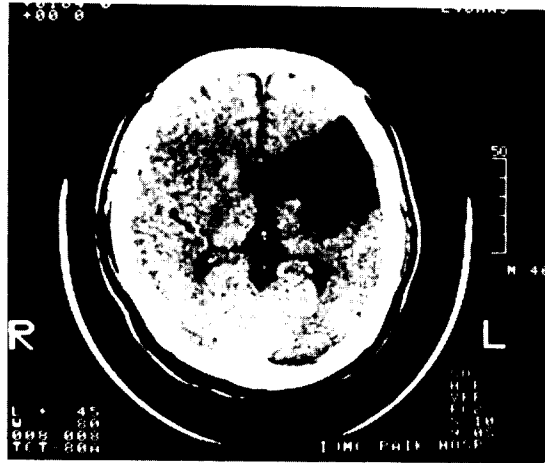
Postoperative brain CT Scan showing more obvious cerebral infarction of the left hemisphere.
